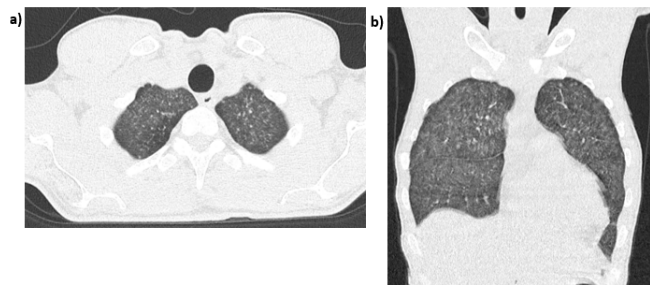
TC tórax realizada à admissão hospitalar.
